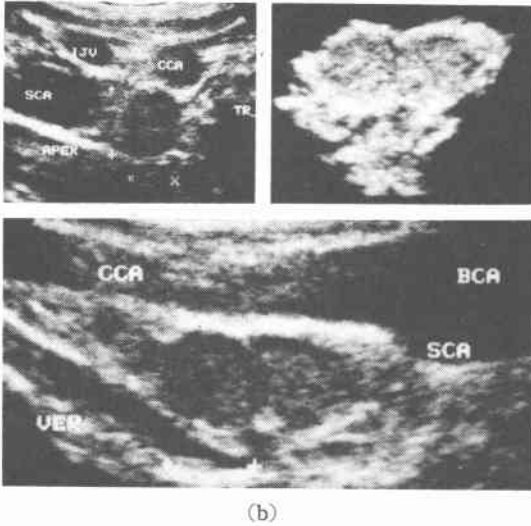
Ultrasonographic picture of lymphnode metastasis (No. 106s). One metastatic node of upper mediastinum was observed behind brachiocephalic artery.
